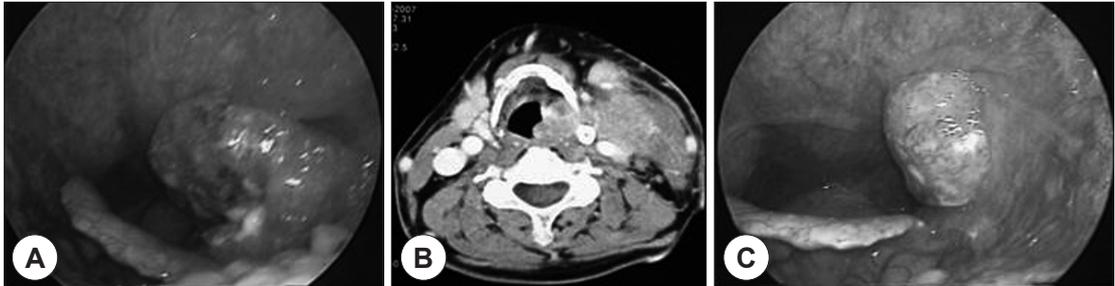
Laryngoscopic and neck CT with enhancement finding (A, B) before induction chemotherapy, laryngoscopic finding (C) after induction chemotherapy in case 5.
